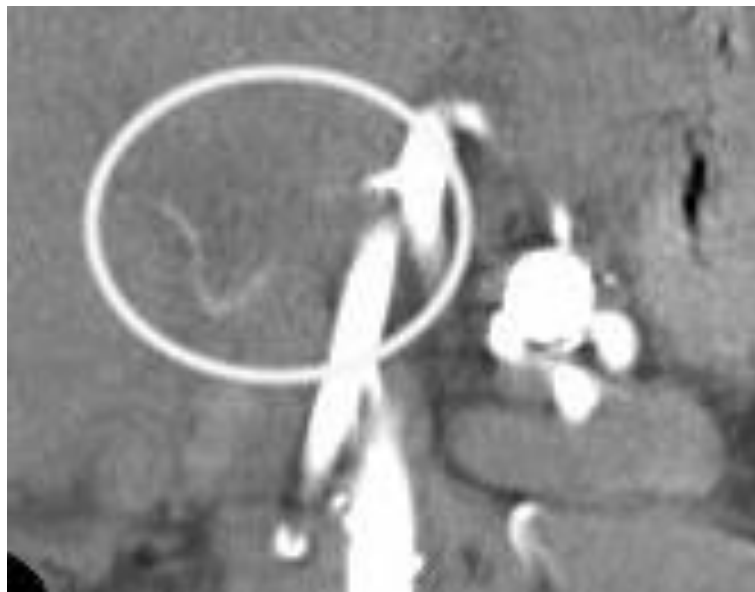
Tomografía computarizada que muestra una TAH tardía.
